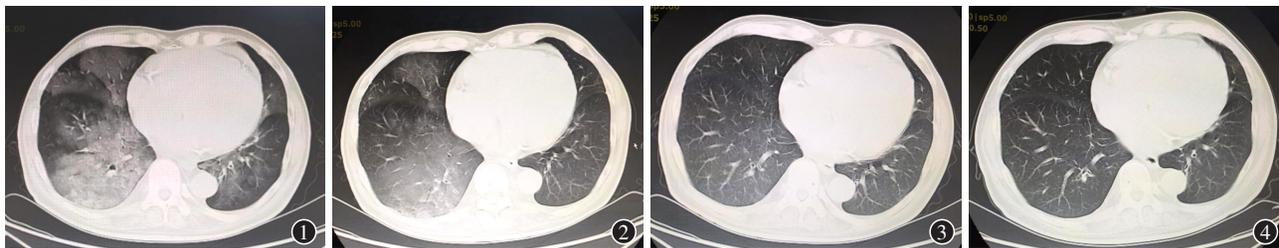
左心室附壁血栓病人入院首次胸部CT:双肺弥漫片絮状及磨玻璃影,出血较严重 图2 左心室附壁血栓病人应用维生素K1注射液(VitK1)治疗后胸部CT:双肺仍见片絮状及磨玻璃影,较入院时范围缩小,密度减低 图3 左心室附壁血栓病人出院前胸部CT:双肺片絮状及磨玻璃影较前范围明显缩小,密度明显减低 图4 左心室附壁血栓病人随访胸部CT:双肺未有出血迹象
